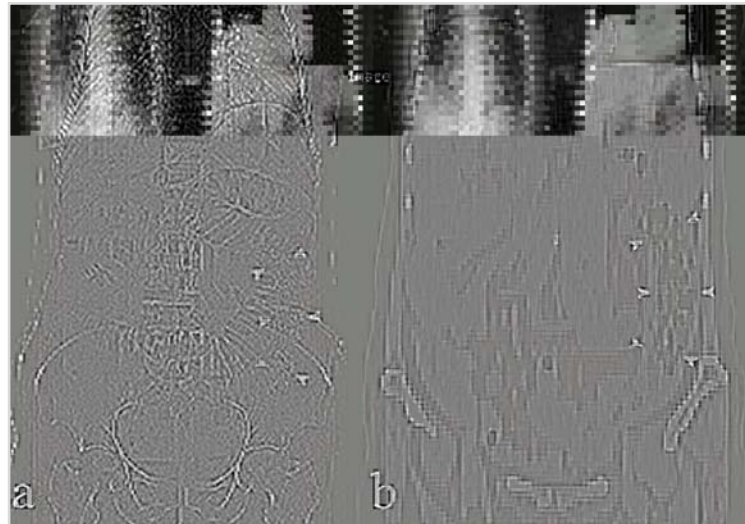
a. Radiographie de l'abdomen b. Scanner abdominal avec reconstruction coronale. Signe de granité fécal (têtes de flèches) s'étendant sur une longueur de 20-25 cm au niveau du flanc gauche [157].
